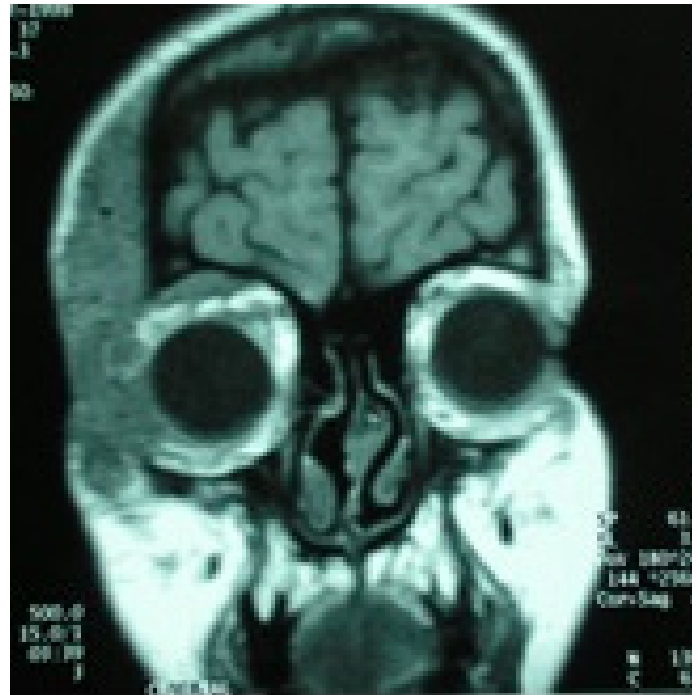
T1 weighted MRI showing PNF extended to temporal right bone.
